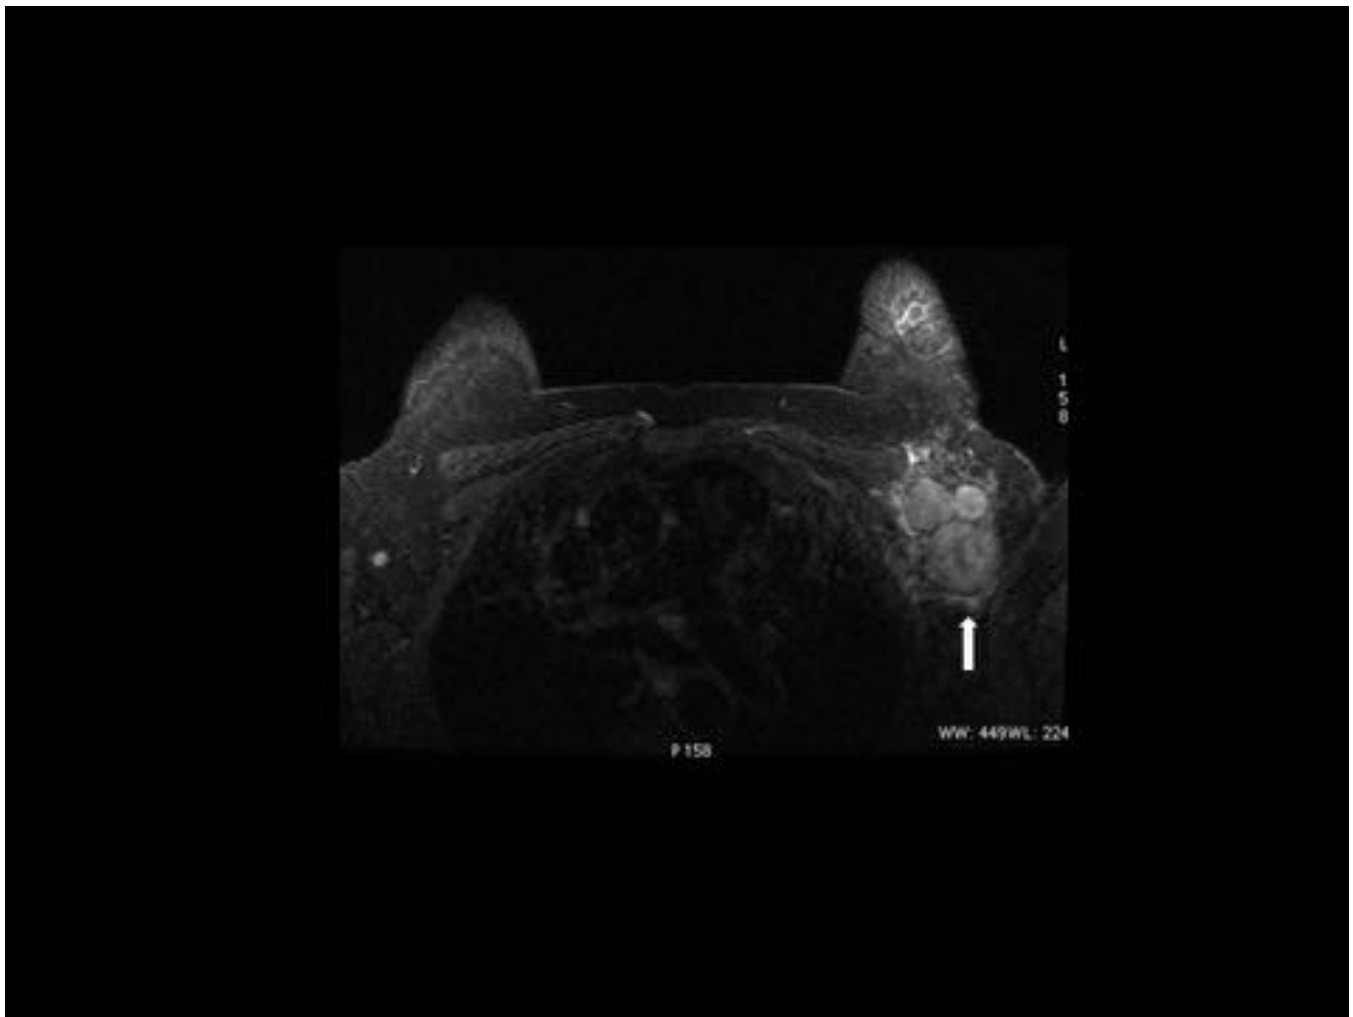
FIG 7. Voluminosas adenopatías axilares izquierdas (flecha) de cáncer de mama triple negativo presentes en estudio de RM en el momento del diagnóstico.
